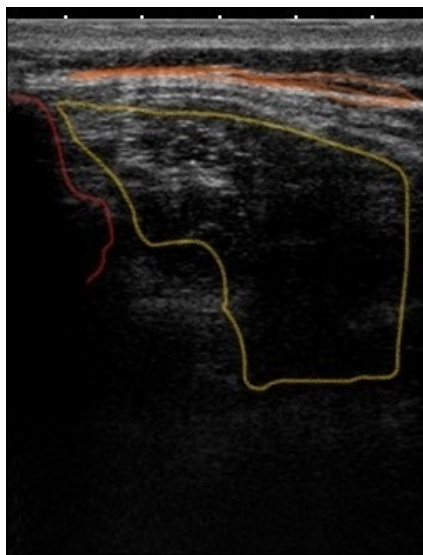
Ultrasound image of the paravertebral muscles
